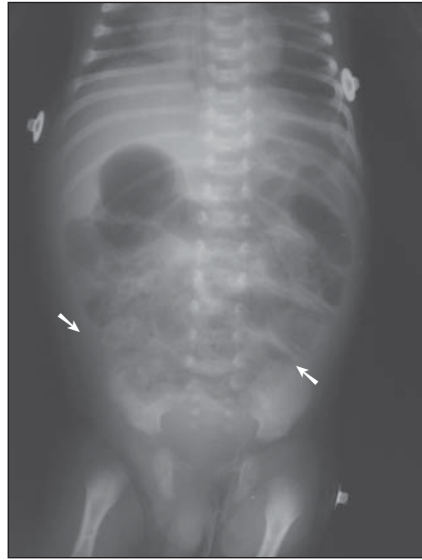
Radiografia simples de abdome em decúbito dorsal demonstrando distensão intestinal generalizada.
